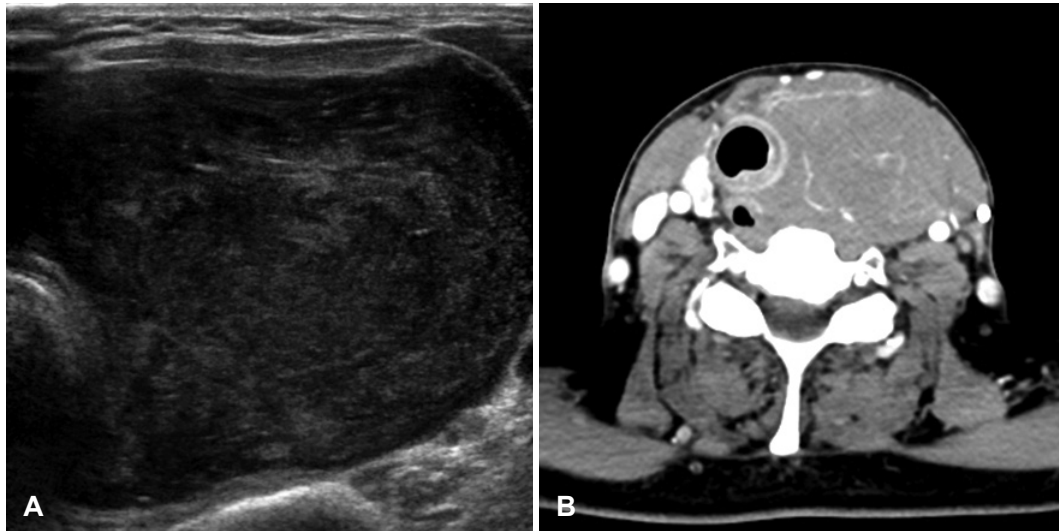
Computed tomographic and ultrasound findings of primary thyroid lymphoma. About 5.1×6.4×10.0 cm sized huge hypoechoic mass in ultrasonography and it was homogenously enhanced in CT scan.
